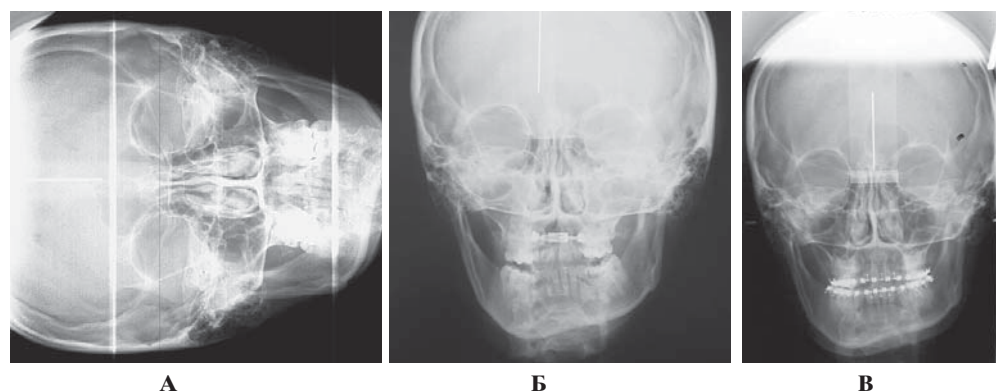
Телерентгенограмма головы пациентки в прямой проекции: А – до начала лечения; Б – после проведения первого хирургического этапа; В – после завершения ортодонтической подготовки
